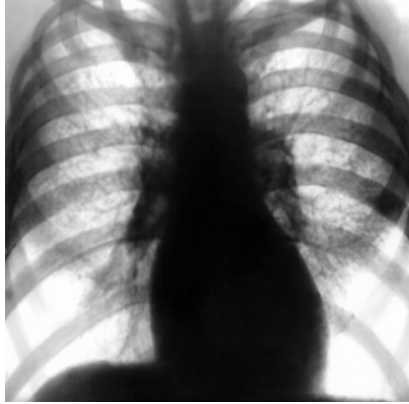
Оглядова рентгенограма ОГК. Друга стадія інтерстиціального пневмоконіозу: деформація легеневого малюнка, слабо виражені вузлики, емфізема.
